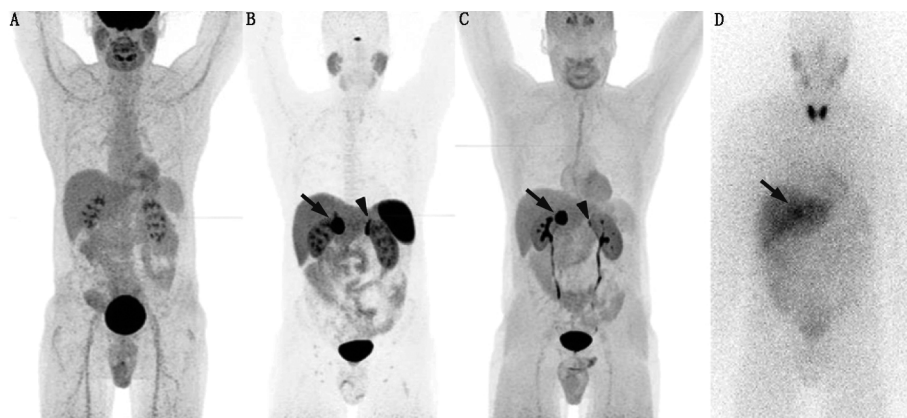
良性散发性右肾上腺嗜铬细胞瘤(PCC)患者(男,54岁)影像学检查图(箭头示肿瘤)。A. ^{18}F -FDG PET 显像最大密度投影(MIP)示生理性脑摄取(SUV_{max} , 3.7),经泌尿系统排泄;血池、心壁、唾液腺和胃肠道有轻度活性;B. ^{68}Ga -1,4,7,10-四氮杂环十二烷-1,4,7,10-四乙酸-D-苯丙氨酸-1-酪氨酸-3-苏氨酸-8-奥曲肽(DOTATATE)PET 显像 MIP(SUV_{max} , 75.5)示脾、肾、肝和垂体显著摄取,唾液腺和甲状腺低水平摄取,左肾上腺显著正常摄取(三角箭头示);C. 6-氟-18-L-3,4-二羟基苯丙氨酸(^{18}F -FDOPA)PET 显像 MIP(SUV_{max} , 23)示基底神经节摄取,食管和心肌低水平摄取,左肾上腺(三角箭头示)和胃肠道正常摄取,通过肾和膀胱排泄;D. 24 h ^{123}I -间碘苯胍(MIBG)平面显像前位图示阻断后 PCC(大于肝水平;箭头示)和甲状腺摄取;肝、唾液腺和心壁的 PCC(箭头示)轻度摄取,微量排泄至膀胱和胃肠道
